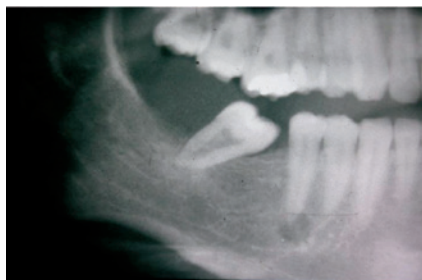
Detalle de la ortopantomografía.
